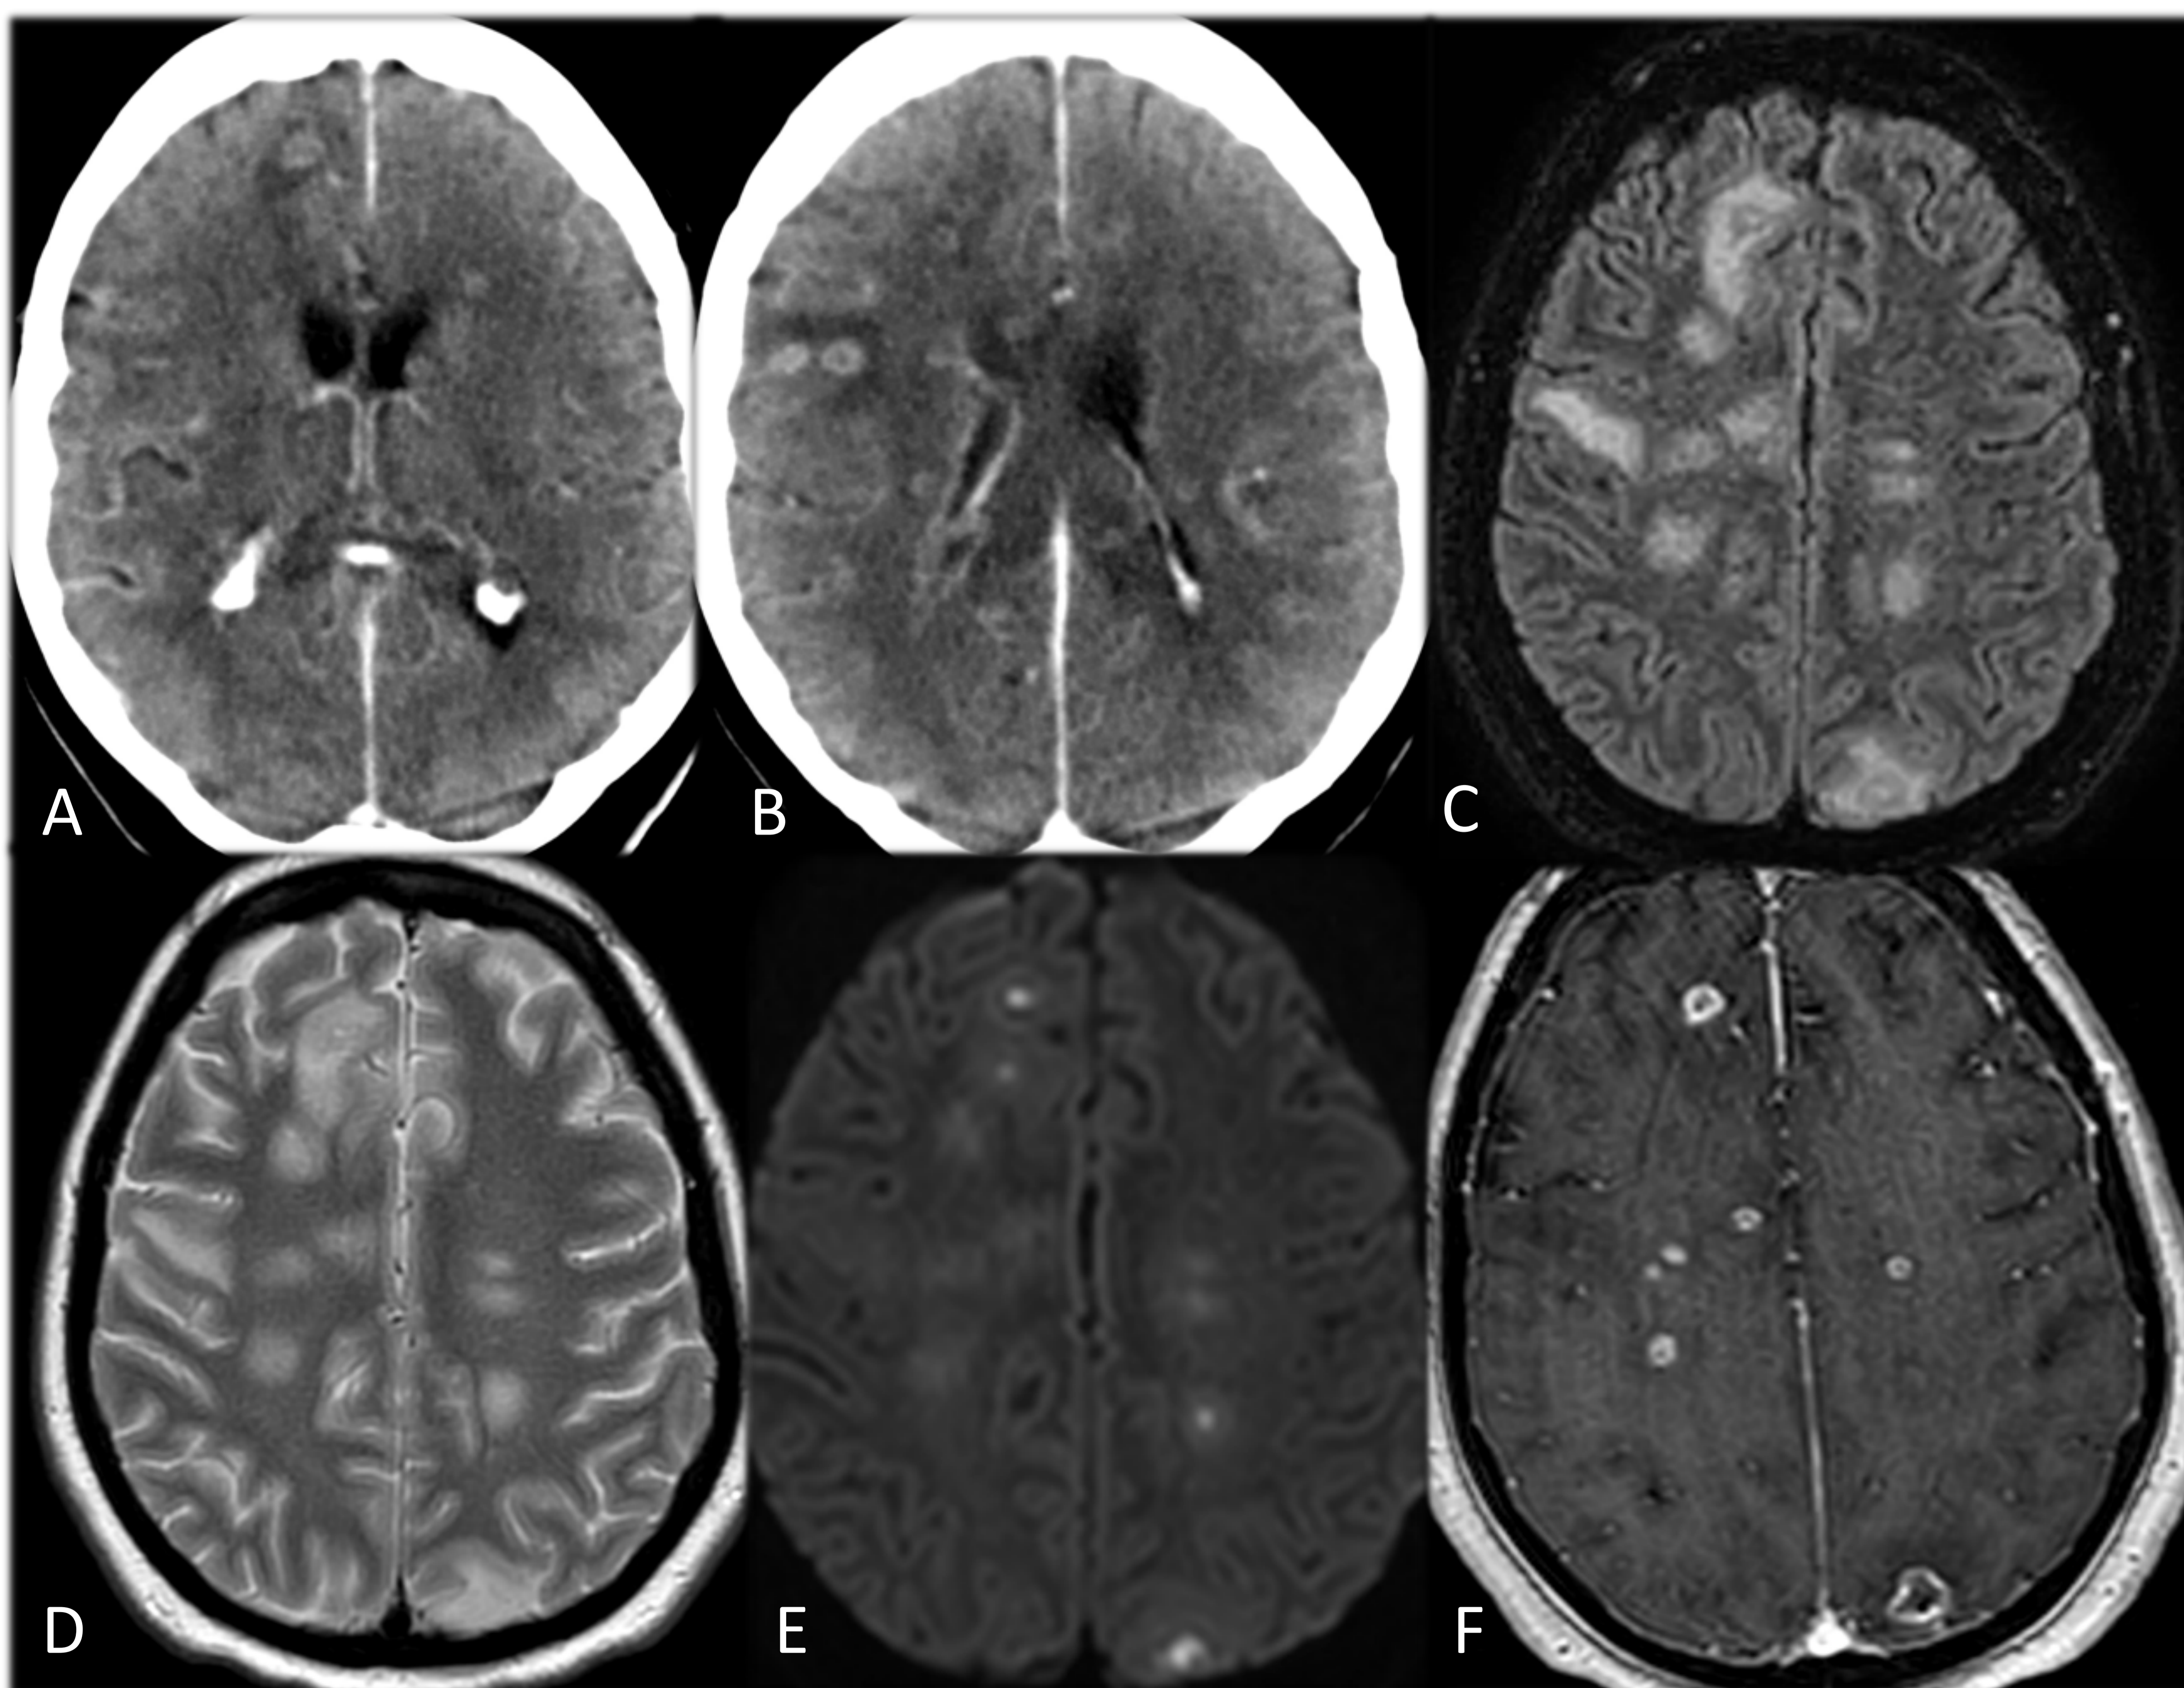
ÉMBOLOS SÉPTICOS. A Y B: TC con CIV. Múltiples lesiones nodulares a nivel de parénquima encefálico que, tras la administración de contraste, presentan realce anular. Hipodensidad periférica en relación con edema. RM. C: FLAIR; D: T2; E: DIFUSIÓN; F: T1 CON CIV. Áreas de hiperseñal en T2 y FLAIR, localizadas en sustancia blanca frontoparietal bilateral, que presentan restricción a la difusión y realce anular tras la administración de CIV.
